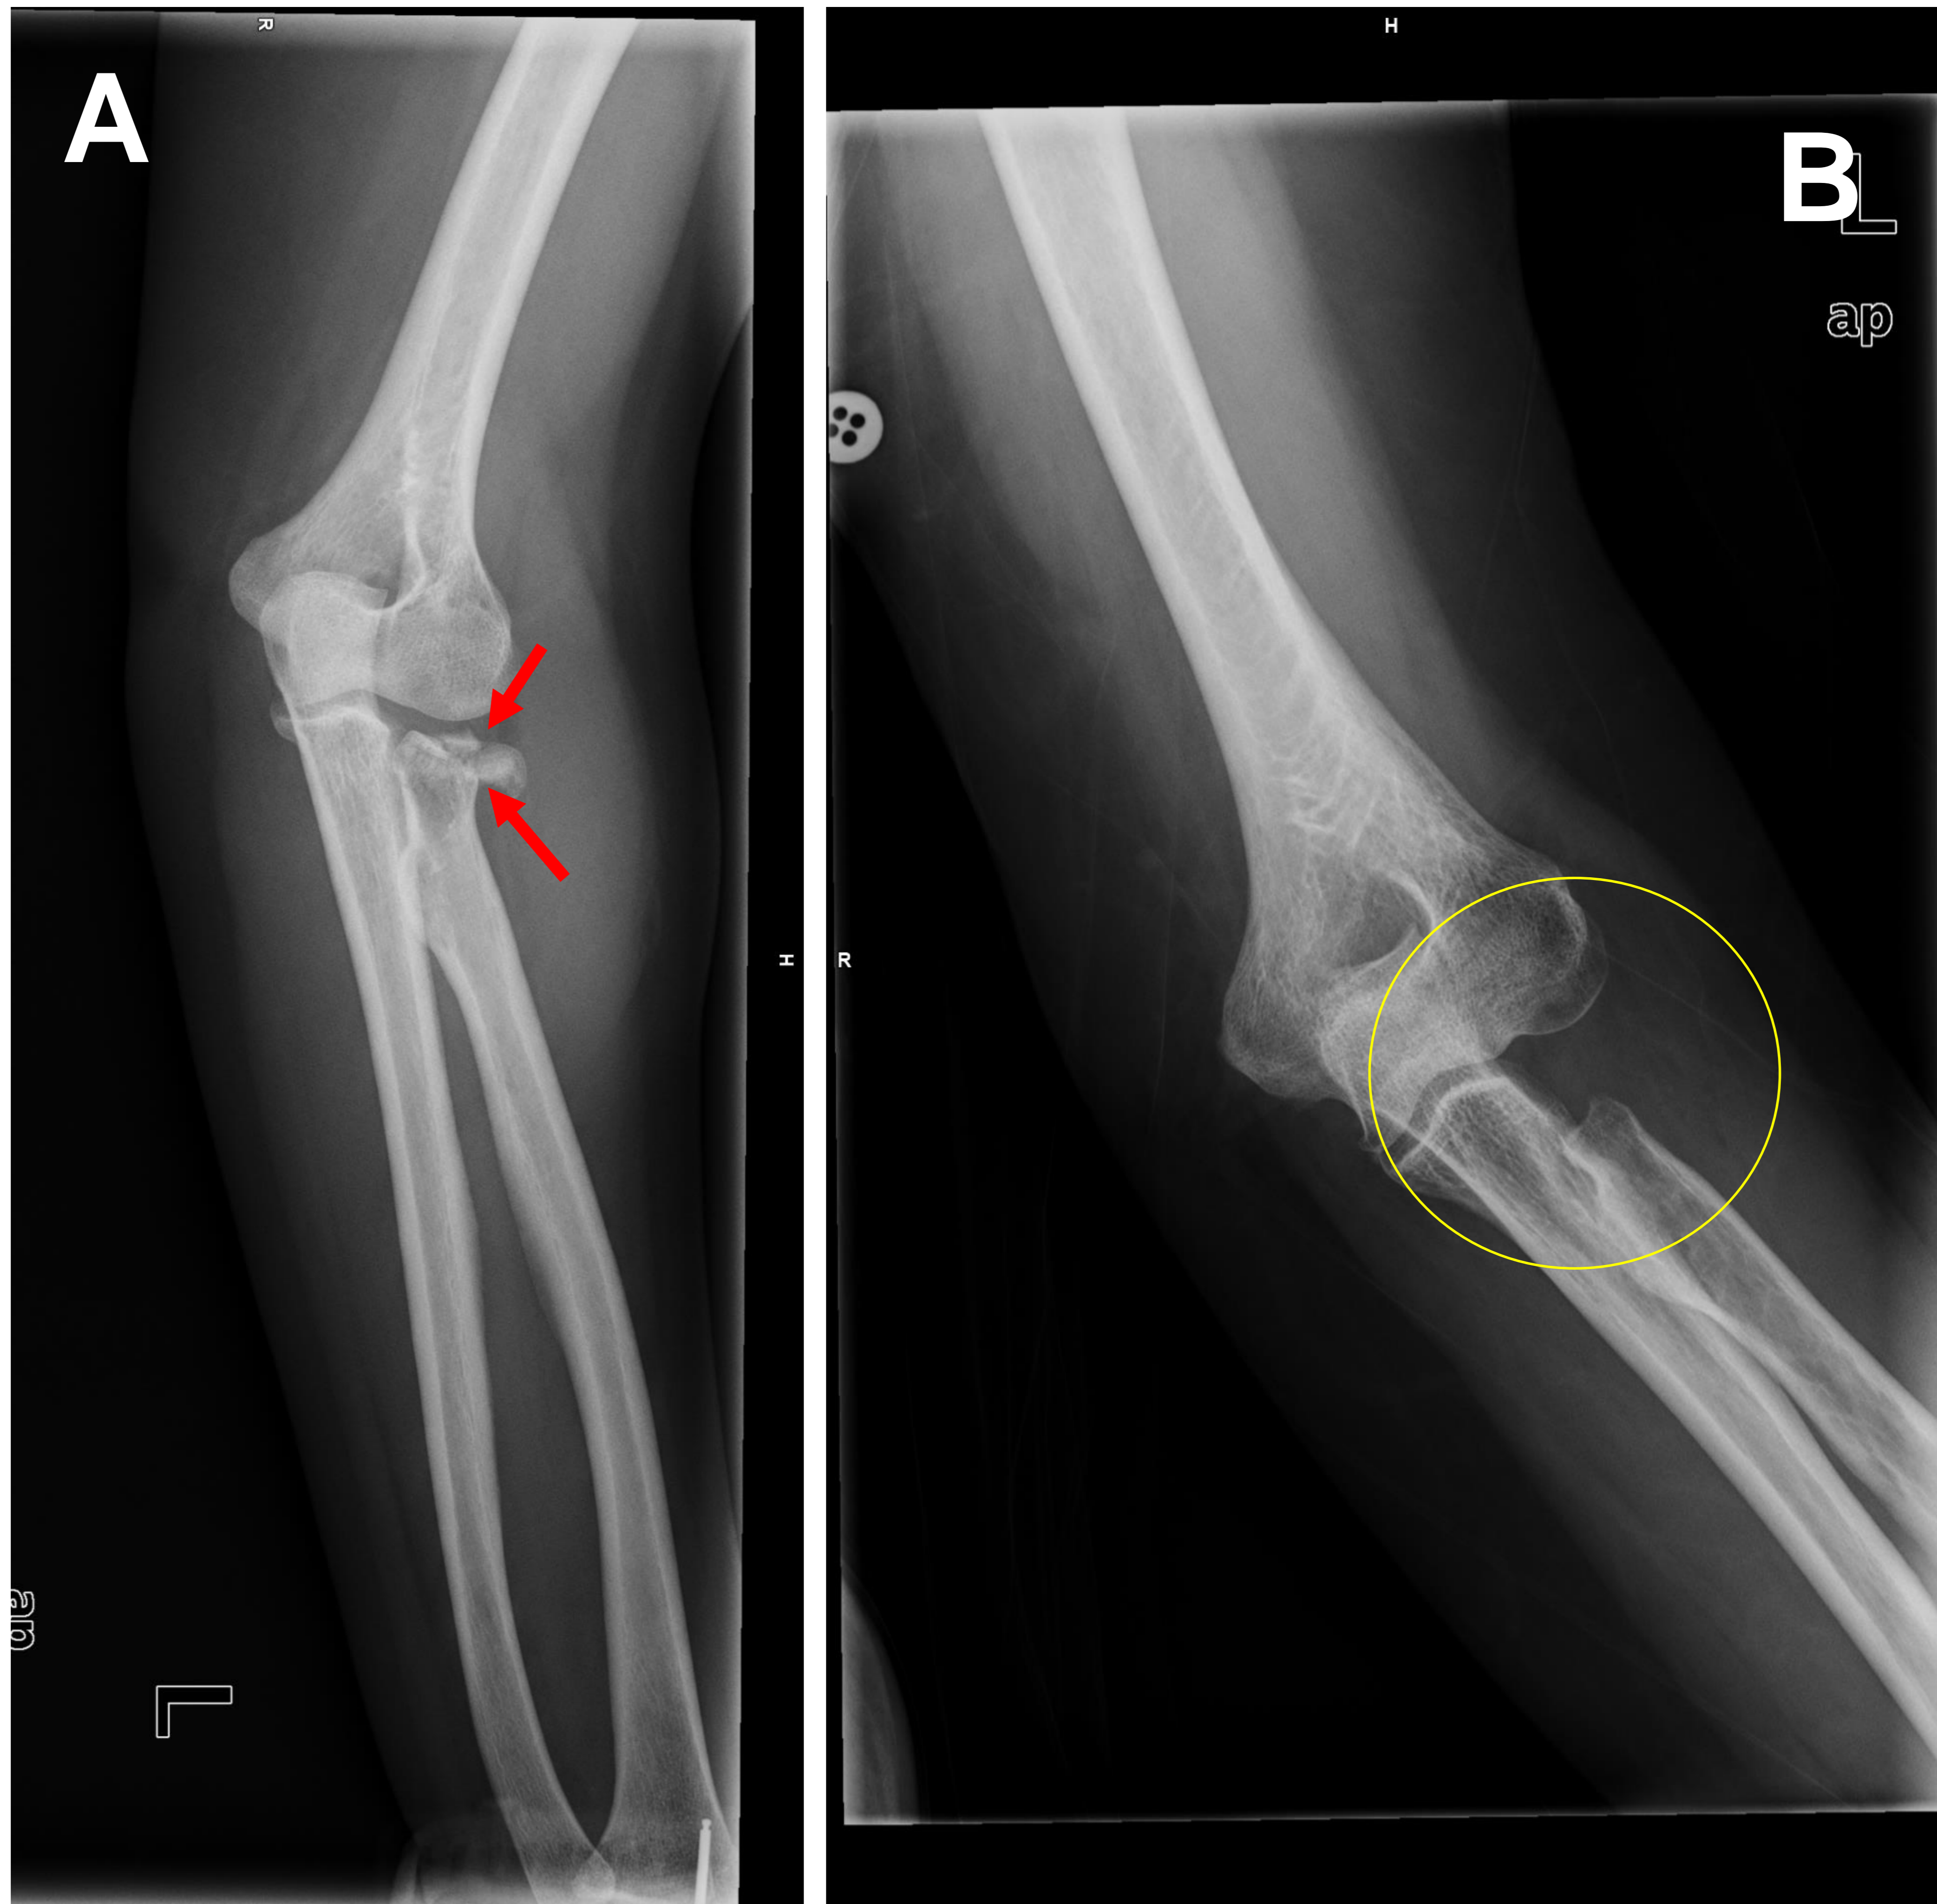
A) Radiografía AP de codo derecho con fractura conminuta de la cabeza radial (flechas rojas), desplazamiento de los fragmentos, tipo III de Mason, en una paciente de 89 años con baja demanda funcional.
